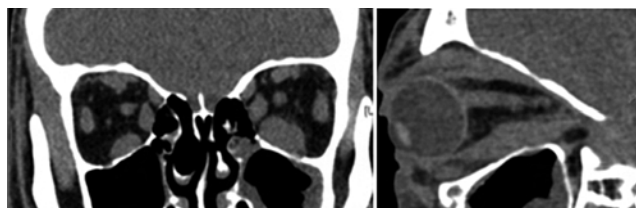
TC órbitas do doente 4
